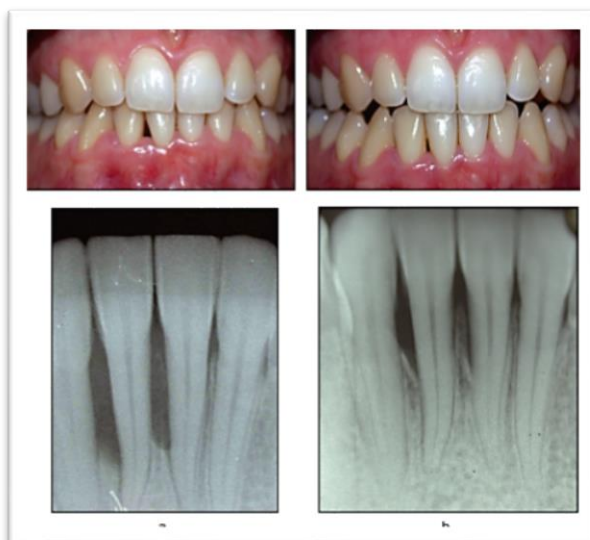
(a) Parodontite localisée traitée par le laser Er:YAG (b) Résultats clinique et radiographique à deux ans. La réparation osseuse est effective. [55]
